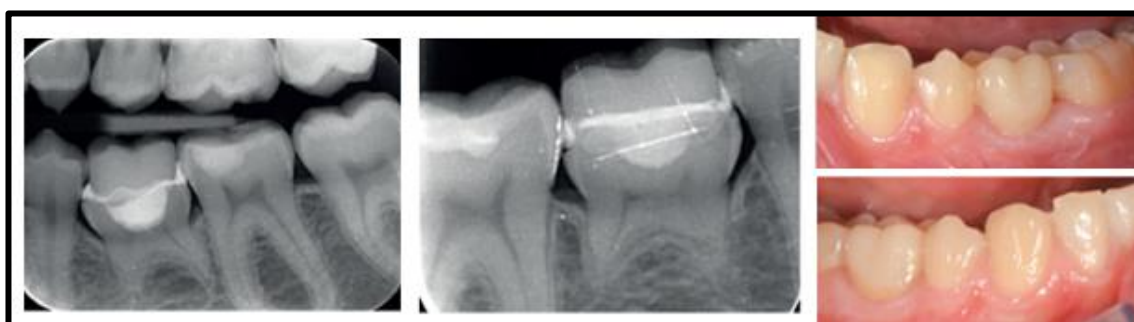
Radiographies et photographies endobuccales de contrôle à 6 ans de 75 et 85 traitées par reconstitution coronaire collée (66)
